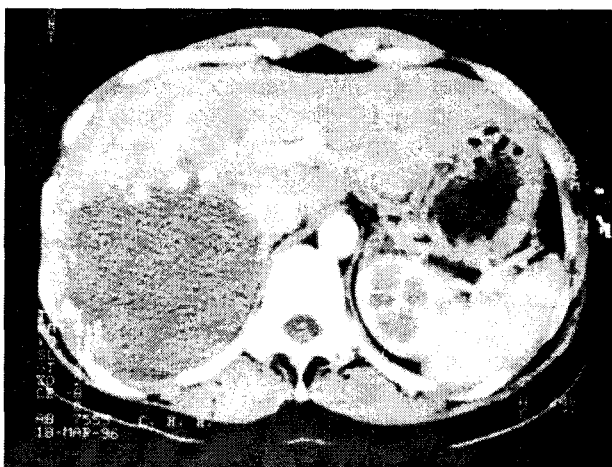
Hemangiom cavernos – TC.
